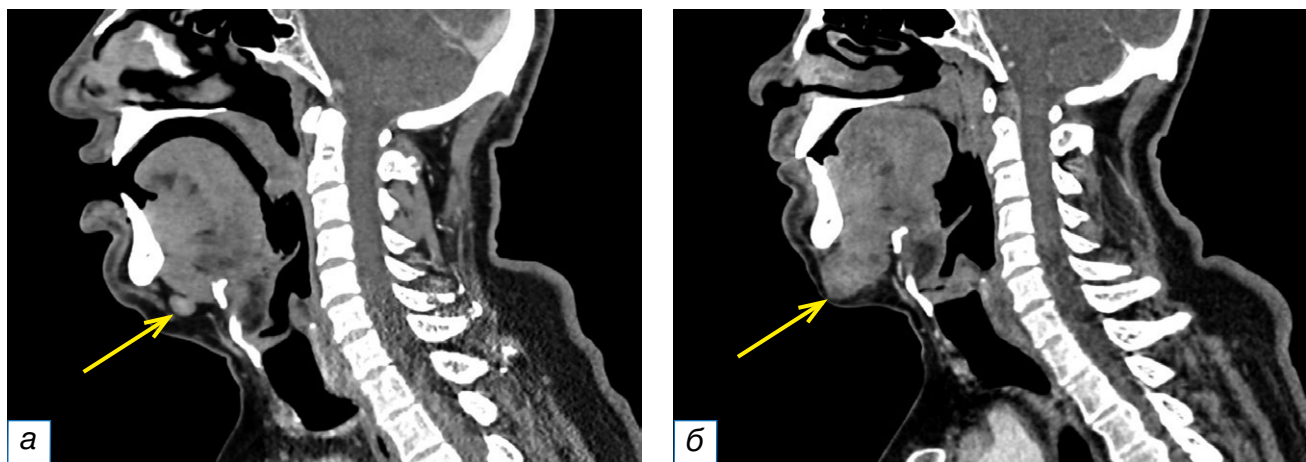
Фрагменты компьютерных томограмм области головы и шеи в сагиттальной плоскости (а, б). У пациента в возрасте 63 лет с диагнозом рака красной каймы нижней губы pT3N0M0 определяется округлой формы подбородачный лимфоузел (группа Ia) с чёткими ровными контурами, неоднородно накапливающий контрастный препарат, размером до 11×9 мм (а, жёлтая стрелка). На контрольном исследовании через 3 месяца отмечается увеличение вышеописанного лимфоузла до 33×24 мм (б, жёлтая стрелка).
